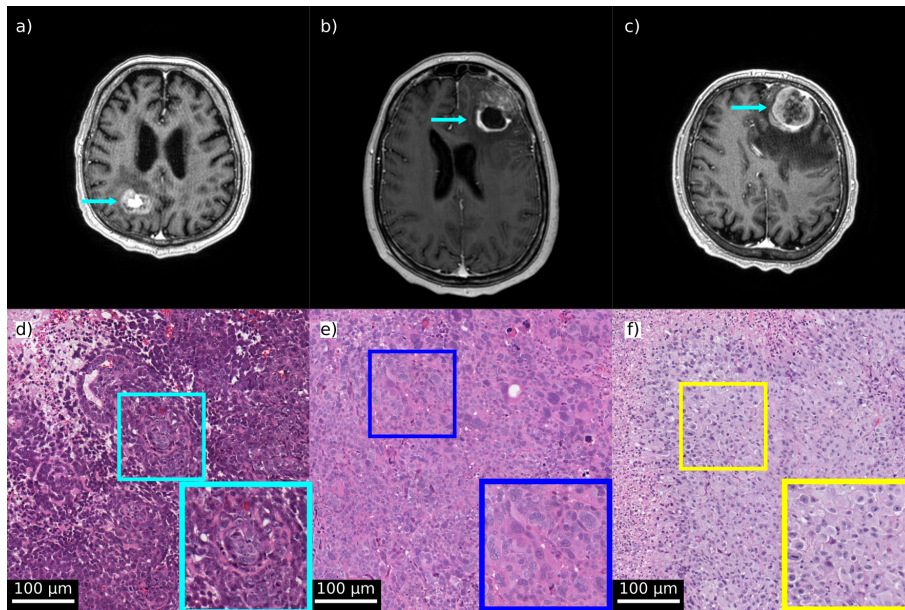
a) MRT-Bild eines Patienten mit einem Lungenkarzinom (siehe Pfeil) und dazugehörigen HE-Schnittbild (d). b) MRT-Bild eines Patienten mit einem Ovarialkarzinom (siehe Pfeil) und dazugehörigen HE-Schnittbild (e). c) MRT-Bild eines Patienten mit einem Melanom (siehe Pfeil) und dazugehörigen HE-Schnittbild (f).
